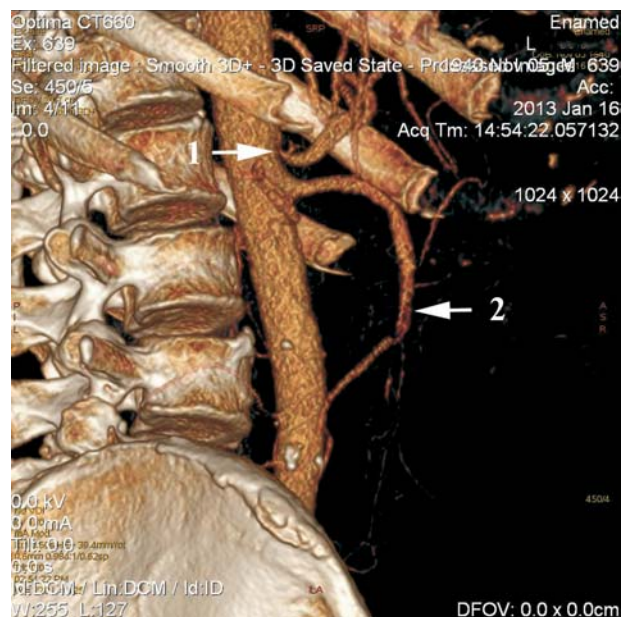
МСКТ больной Л., 67 лет: 1 — компрессионный критический стеноз чревной артерии, 2 — атеросклеротические стенозы верхней брыжеечной артерии
